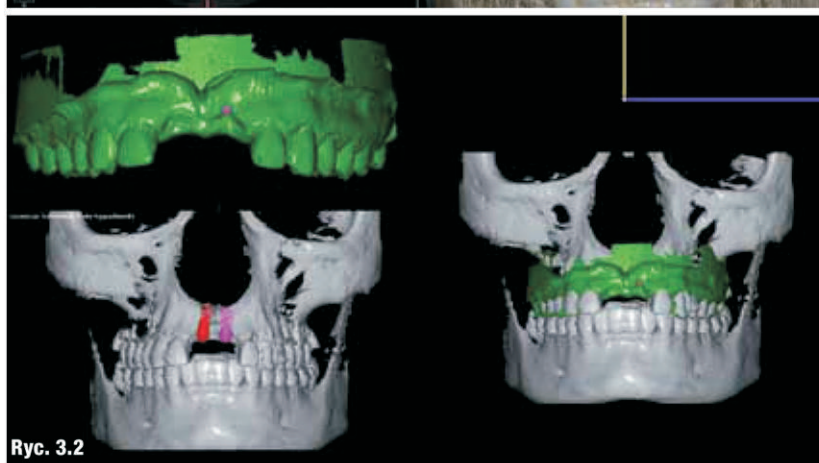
Pozycjonowanie TC z modelem stl.
